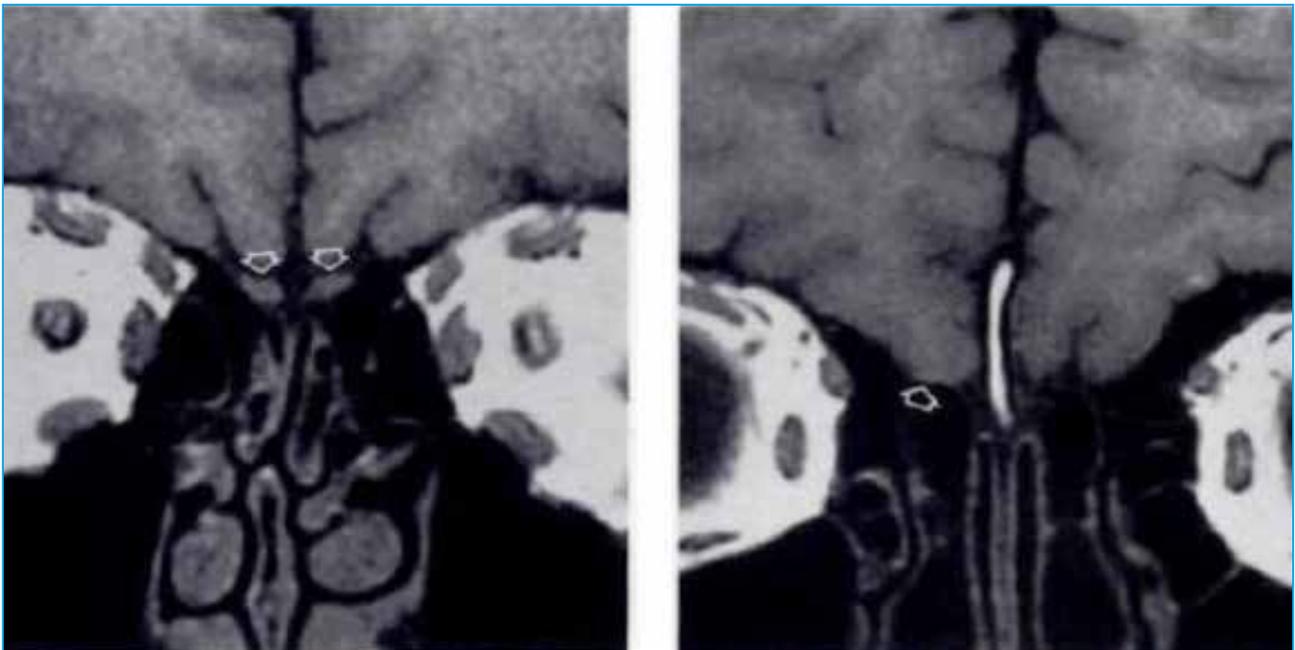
Se muestran dos cortes coronales de RMN. Imagen izquierda: función olfatoria normal; los bulbos olfatorios normales (flechas). Imagen derecha: ausencia bilateral de tractos y bulbos olfatorios, un gyrus rectus derecho aplanado (flecha) y un gyrus rectus izquierdo de apariencia normal en un paciente varón con síndrome de Kallman. Tomado de Li C et al. 1994 (3).
